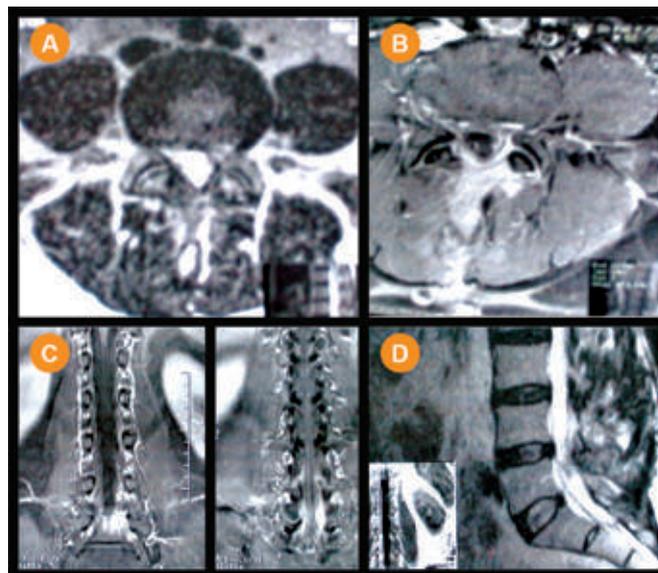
Post-operative MRI showing no residual tumor (A,B,C,D)
